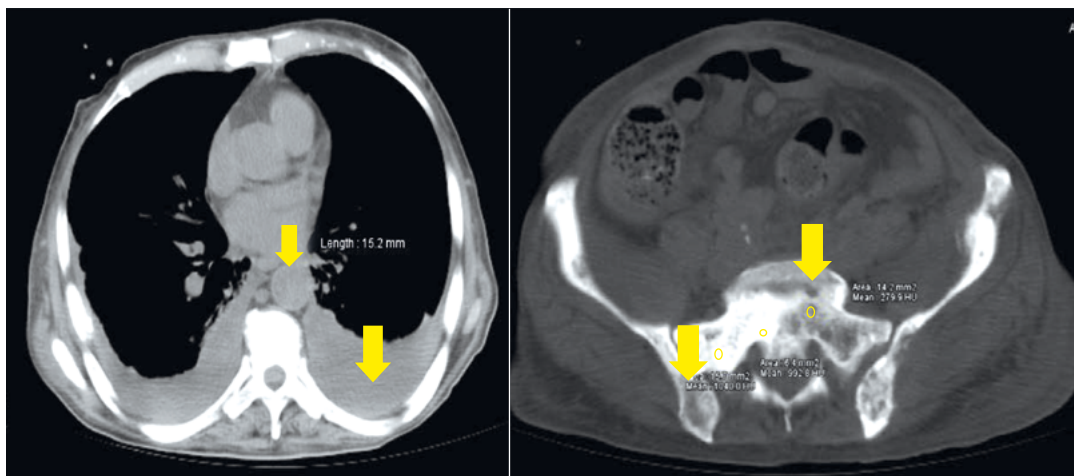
Tomografía espiral multicorte (TEM) se observan por múltiples adenopatías hiliares, así como derrame pleural. Además, lesiones óseas que corresponden a metástasis osteoblásticas
